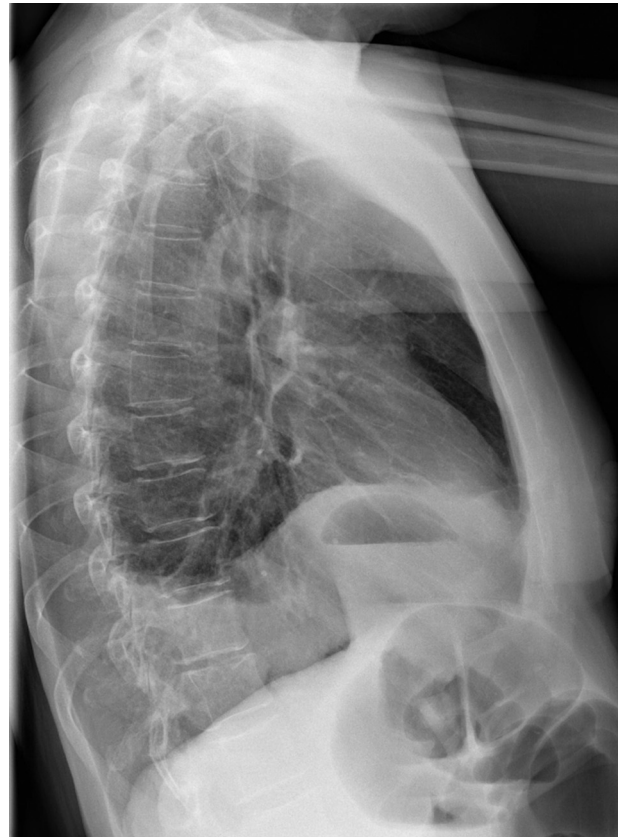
Radiografía de tórax lateral izquierda, en la que se aprecia elevación del hemidiafragma y presencia de contenido intestinal en la cavidad torácica.
